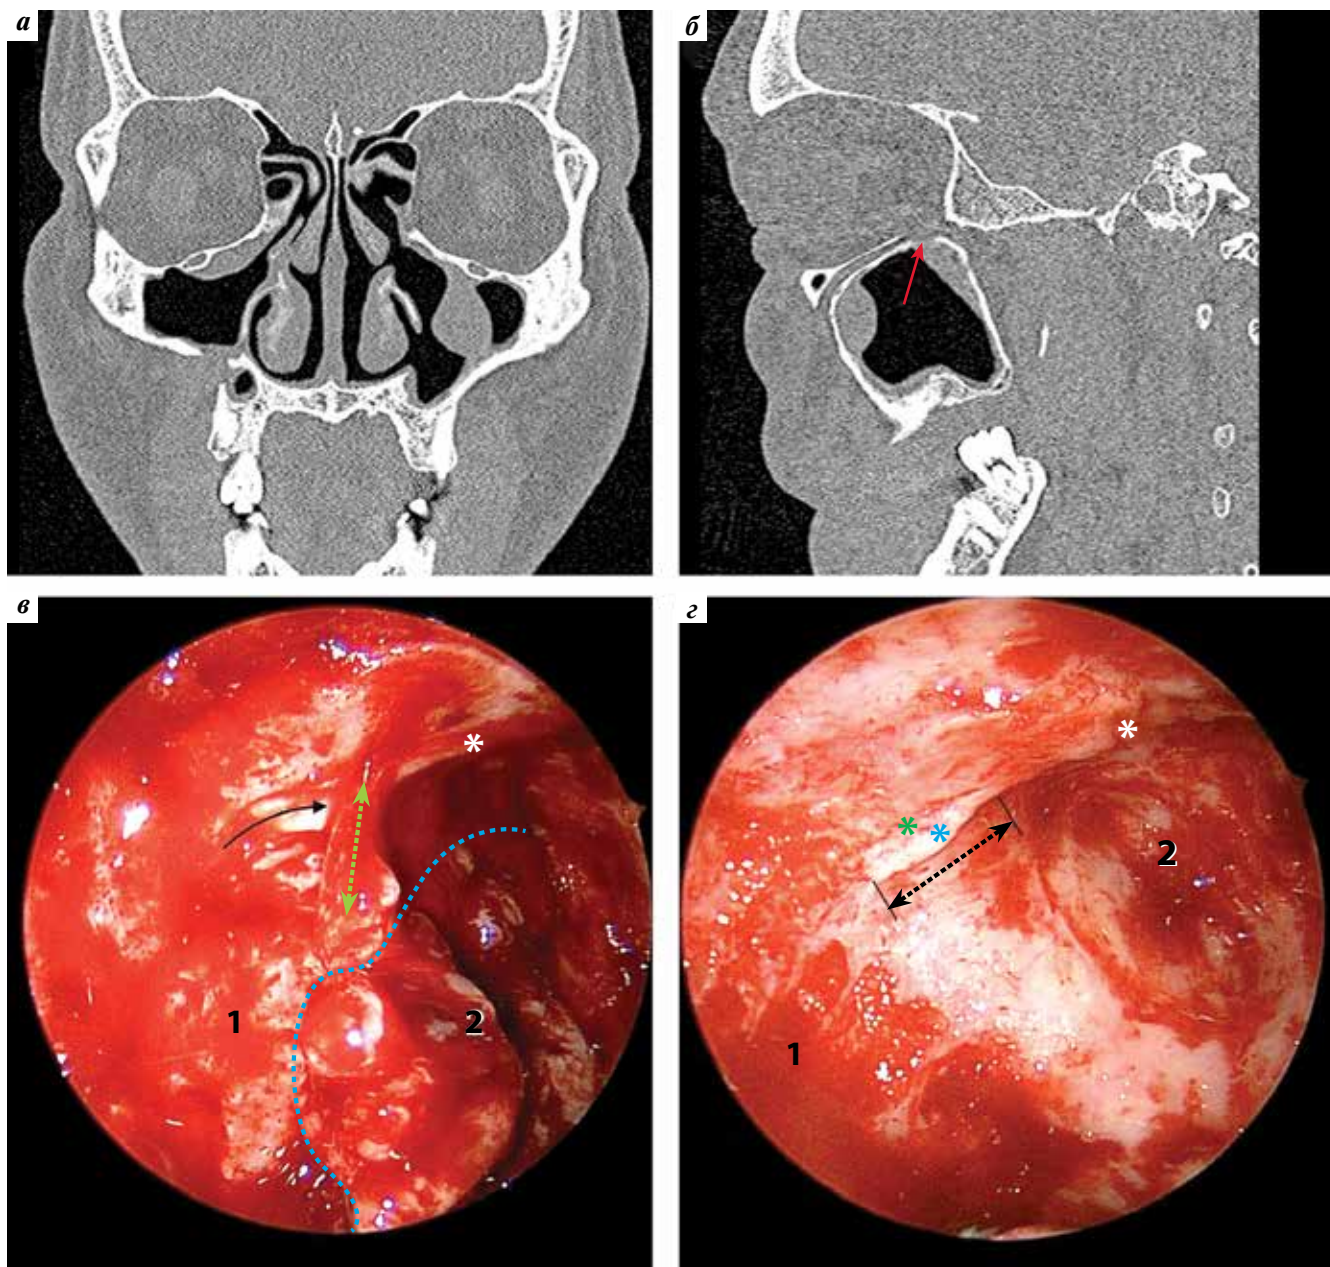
Клинический случай 3: а – предоперационная компьютерная томография (КТ) околоносовых пазух (после биопсии), коронарная проекция. Пневматизация левой верхнечелюстной пазухи (ВЧП) снижена за счет мягкотканного субстрата; б – предоперационная КТ околоносовых пазух, сагиттальная проекция. Красная стрелка указывает на участок снижения костной плотности подглазничного канала; в – интраоперационная фотография ВЧП, визуализация эндоскопом 45°. 1 – задняя стенка ВЧП; 2 – инвертированная синоназальная папиллома (ИСП). Зеленая пунктирная стрелка указывает на участок слизистой оболочки, отсепарированный единым блоком с тканью ИСП от подглазничного канала. Черная стрелка указывает на проекцию дегисценции подглазничного канала. Белым астериском отмечен макроскопически интактный сегмент подглазничного канала, синяя пунктирная линия ограничивает фрагмент ИСП; г – интраоперационная фотография после резекции ИСП, визуализация эндоскопом 45°. 1 – задняя стенка ВЧП; 2 – латеральная стенка ВЧП. Черная пунктирная стрелка указывает на дегисценцию подглазничного канала. Синим астериском отмечен подглазничный нерв, зеленым – подглазничная артерия, проходящая сверху и медиально от нерва, белым – интактный сегмент подглазничного канала после дезэпителизации и субпериостальной диссекции бором
